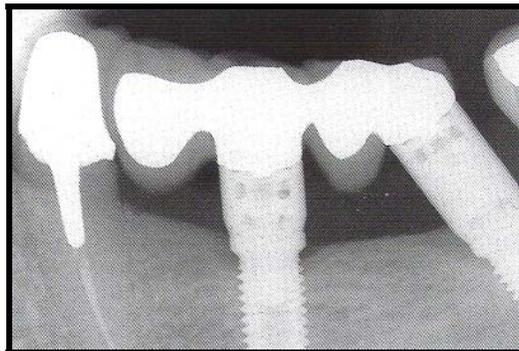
Radiografía de implantes conectados con dientes naturales¹⁴
